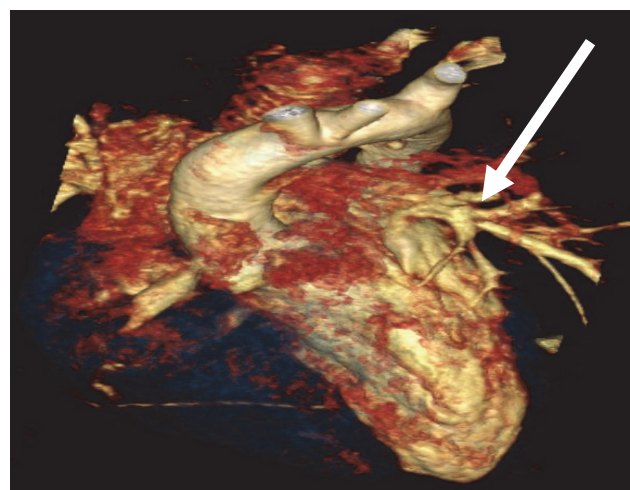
Аневризматическое расширение до 5 мм в проксимальной трети правой коронарной артерии (указано стрелкой) по данным компьютерной томографии с контрастированием коронарных артерий у пациента Б. 8 месяцев
